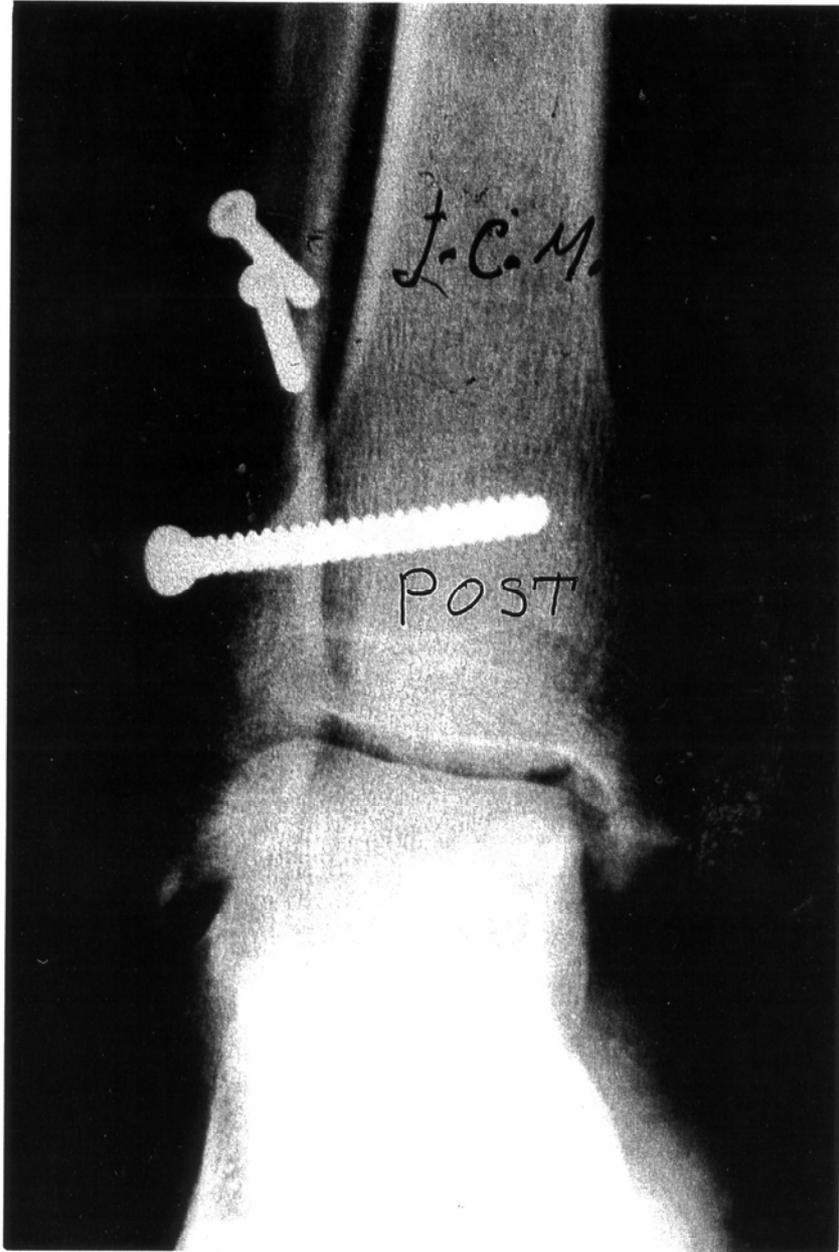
Radiografía anteroposterior en el postoperatorio inmediato
